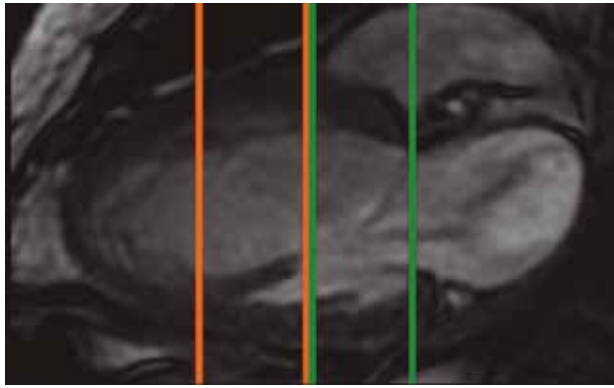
RM en secuencia potenciada en T2. Se visualiza el segmento basal y medio del ventrículo izquierdo (VI) desde el anillo valvular hasta el borde superior de los músculos papilares (MP).
